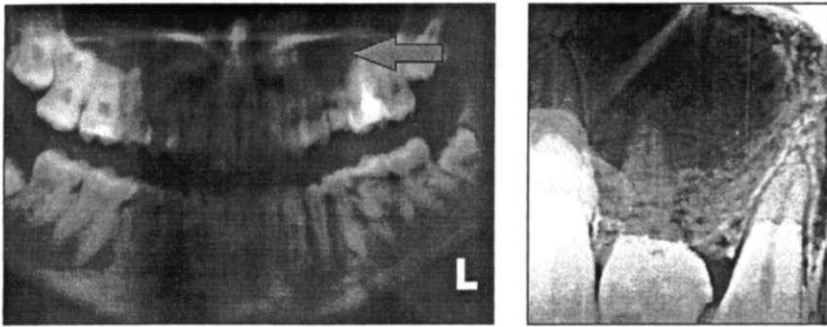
ОПТГ и внутриротовая контактная рентгенограмма пациентки С.: подозрение на наличие радикулярной кисты от 2.5 (в анамнезе — раннее удаление 2.4)
